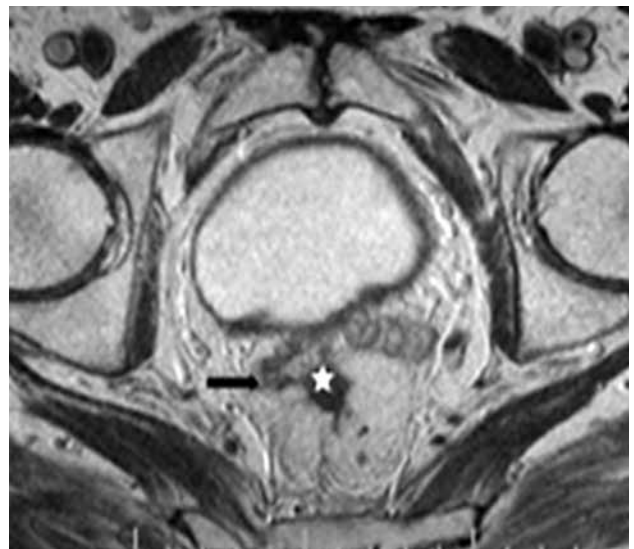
RM AR, secuencias axial y sagital T2. Fibrosis de la pared rectal con disminución de su luz (estrella) y retracción de vesículas seminales y mesorecto (flechas negras).
